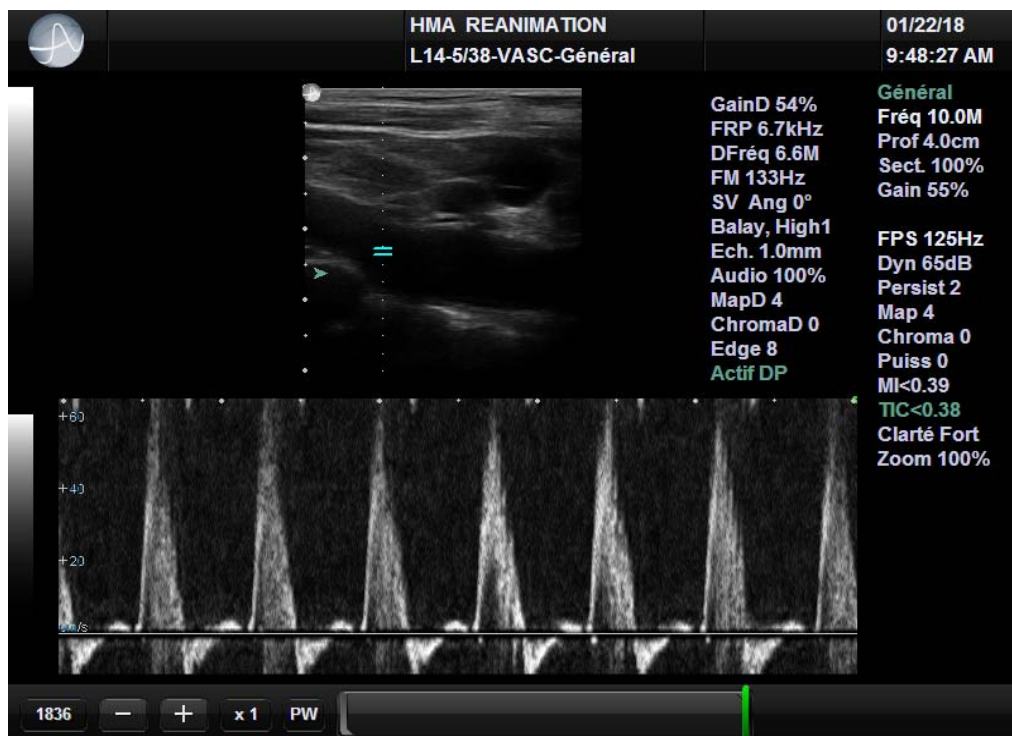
Doppler pulsé de l'artère sous clavière montrant un flux de type artériel : aspect pulsatile, vitesses élevées et rapides.
